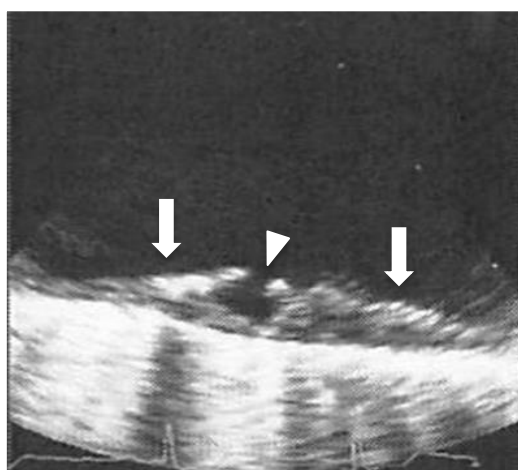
Representative case of complex aortic atheroma detected by transesophageal echocardiography
